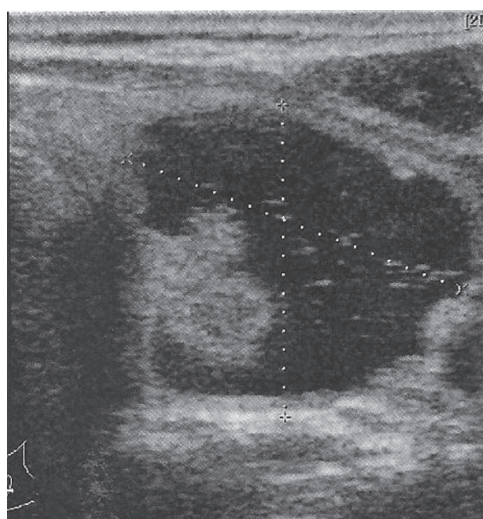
Ecografía de nódulo tiroideo izquierdo con inclusiones en su interior.
